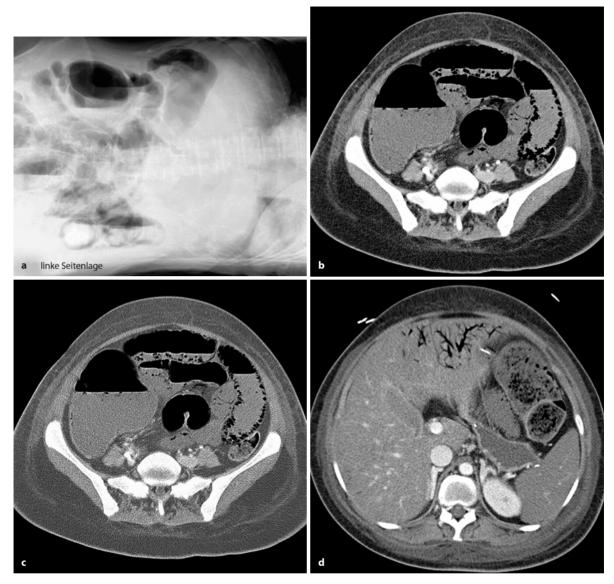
a – d. Pneumatosis intestinalis bei Dünndarmgangrän. a Auf der Abomenübersichtsaufnahme in Linksseitenlage ist Gas in den Dünndarmwänden erkennbar. Die CT zeigt
